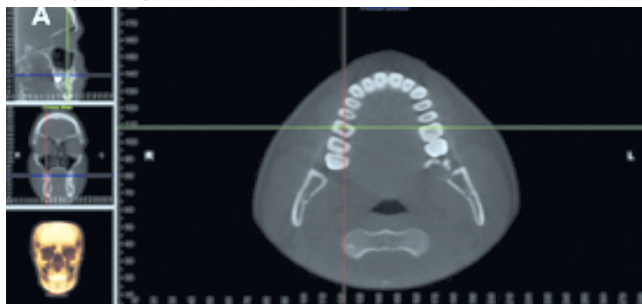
КЛК-томограмма. Окно мультипланарной реконструкции: аксиальный вид.
